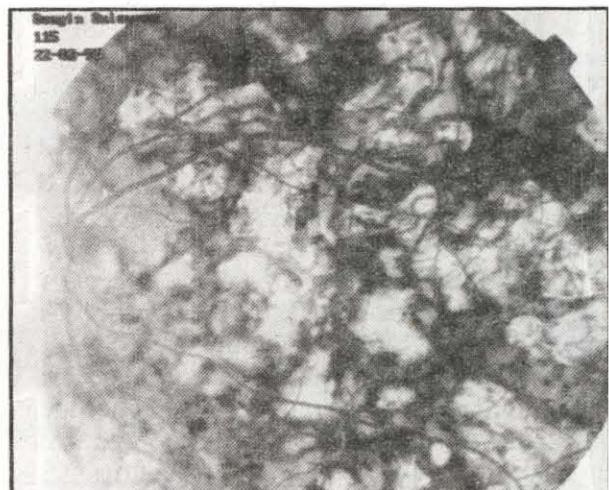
SK'de ICG anjiografide büyük koroid damarlarının izlenemediği bölgeler (Dolum defektleri)okla gösterilmiştir.
